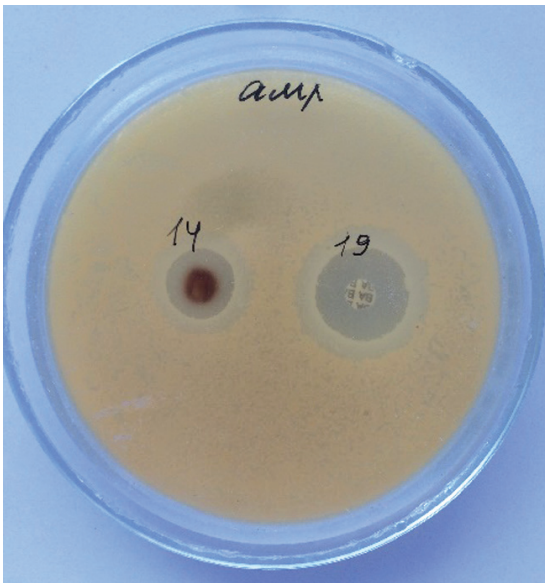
Определение антибиотикочувствительности микроорганизмов диско-диффузионным методом
